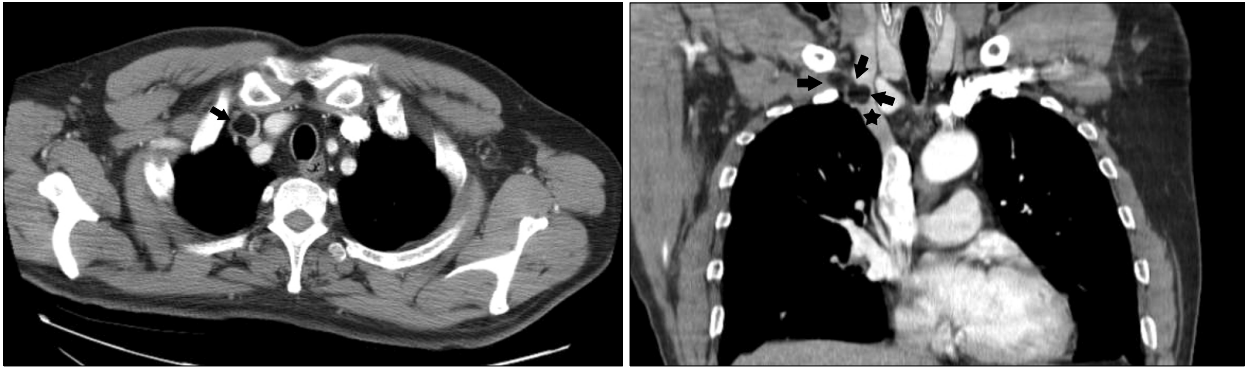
The contrast-enhanced chest CT scans show a filling defect (arrows) with fatty tissue attenuation with right subclavina vein and right brachiocephalic vein (★).
